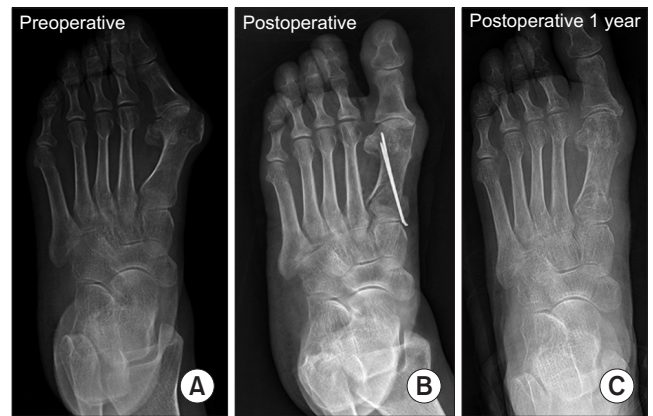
The left foot of 66-year-old female shows severe hallux valgus deformity. The deformity was corrected with proximal chevron metatarsal osteotomy and distal soft tissue procedure. (A) The left foot shows preoperative hallux valgus angle was 40° and the 1st intermetatarsal angle was 22°. (B) Postoperative radiography. (C) At postoperative 1 year, the radiograph shows correction. Hallux valgus angle 10°, the 1st intermetatarsal angle was 7°. Clinical result is good. No pain, no limitation of activity was complained.
